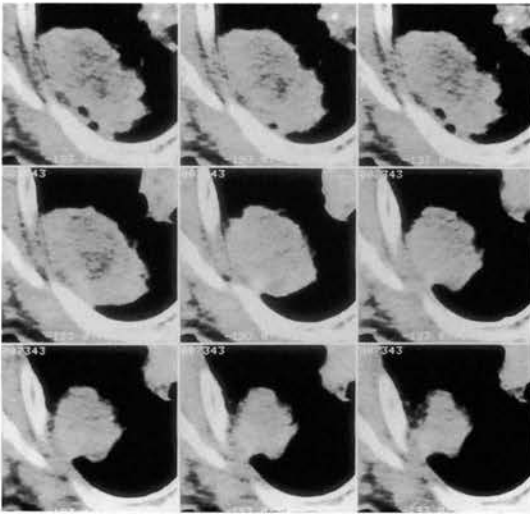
呼気ダイナミックCT 胸壁に接する肺癌呼吸運動に伴って腫瘍の形や胸膜との関係が変化することから、腫瘍が胸膜に沿って移動可能で、浸潤がないと判断できる。
